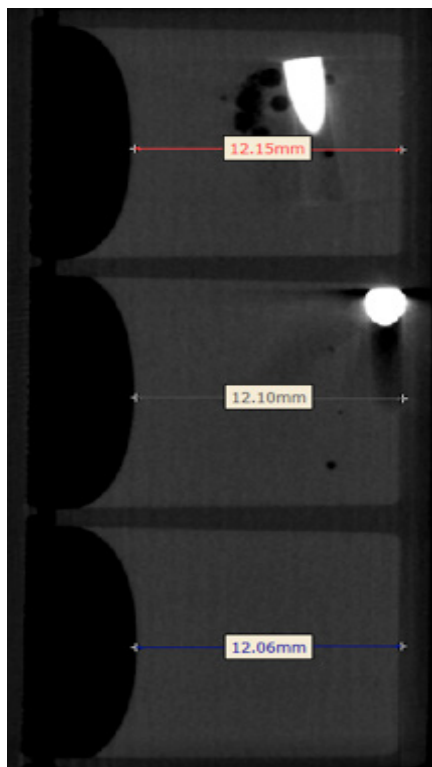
Das μ CT-Schnittbild an Tag 1 zeigt einen Höhenvergleich der 3D Gele mit undiff. hMSCs mit Mg-Implantat (oben), Ti-Implantat (Mitte) und einem implantatfreien Gel (unten); DonorIn 6 – Passage 3
